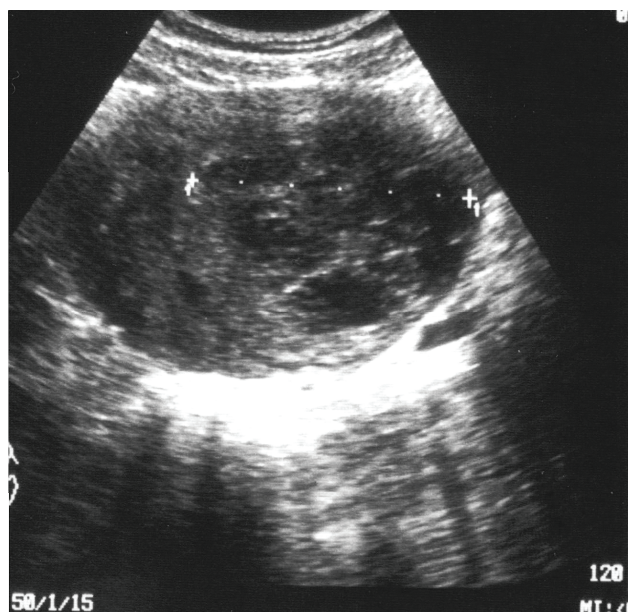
Ультразвуковая томограмма больной ЛМС, выполненная трансабдоминальным доступом в поперечной плоскости.
